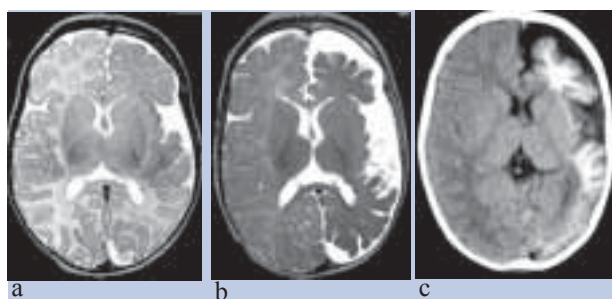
Rápida progressão da atrofia cerebral. O mesmo doente da figura 1. (a) RM sequência T2 FSE em plano axial, realizada aos 1,5 meses: Hipossinal subcortical fronto-temporal esquerdo associado a ligeira atrofia cerebral cortical, comparativamente ao hemisfério cerebral direito normal. (b) RM sequência T2 FSE em plano axial, realizada aos 6 meses: Marcado agravamento da atrofia cortico-subcortical cerebral esquerda, mantendo o hipossinal subcortical fronto-temporal esquerdo que é menos assimétrico comparativamente ao hemisfério contralateral. (c). TC em plano axial, realizada aos 11 meses: intensa calcificação subcortical. (cortesia de António Levy)
